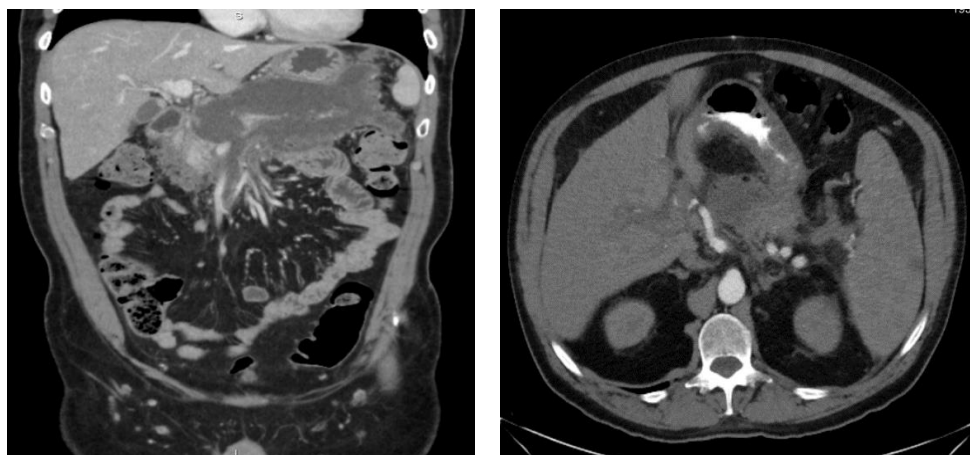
КТ-снимки панкреонекроза до проведения оперативного лечения (динамическая КТ-навигация)
